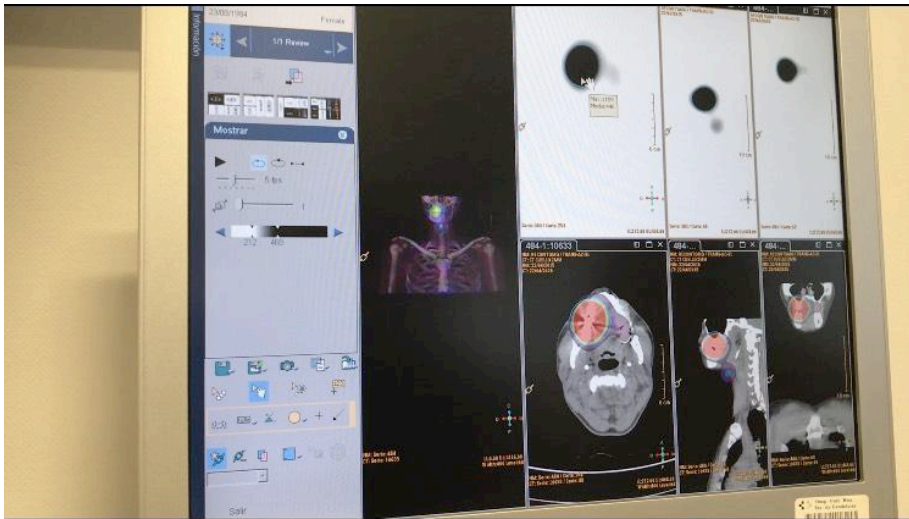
Representa la reconstrucción de las imágenes de SPECT-TC del paciente. Se está cuantificando la zona captante del lecho representada en las imágenes arriba a la derecha en blanco y negro, siendo lo “negro” la región a estudio del lecho tiroideo.
